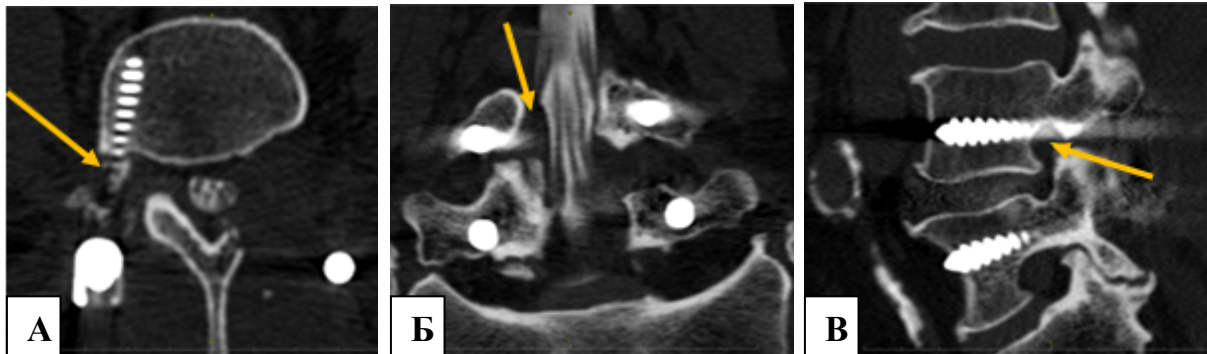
МСКТ-миелограммы пациента С., 59 лет (II КММ) после хирургического вмешательства: на аксиальном (А) и сагиттальном (В) сканах (стрелками) указана зона частичного расположения транспедикулярного винта в левом фораминальном канале L4–L5); на фронтальном (Б) скане стрелкой указан эпидуральный дефект наполнения контраста в зоне отхождения L4 корешка слева, свидетельствующий о его ятрогенной компрессии
